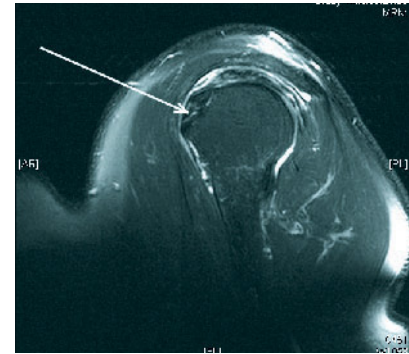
Auf dem parasagittalen, fettgesättigten kernspintomografischen Schnittbild findet sich ebenso eine Diskontinuität der Subscapularissehne direkt im Insertionsareal am Tuberculum minus.
